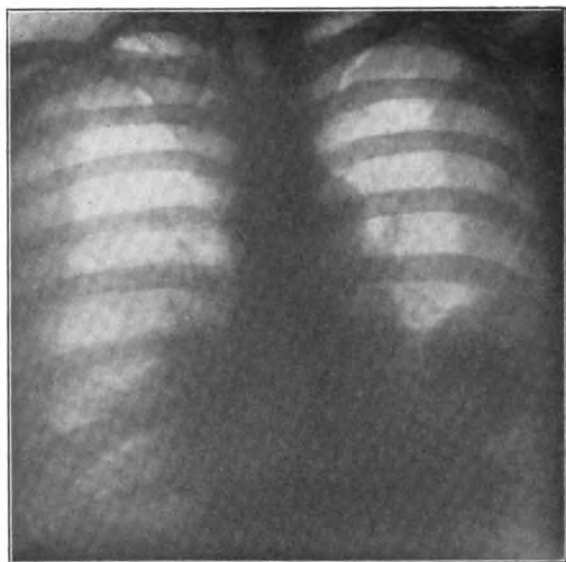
Röntgenaufnahme der Brustregion von vorn. Photo am 8. I. 1915.
